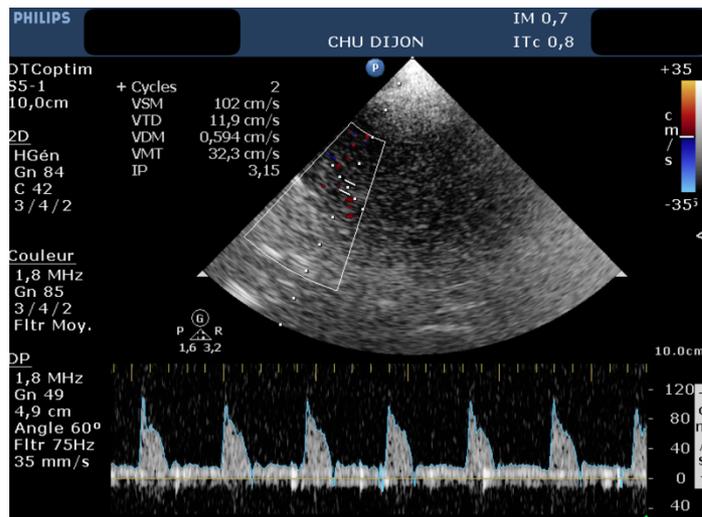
échographie transorbitaire en coupe transversale.
